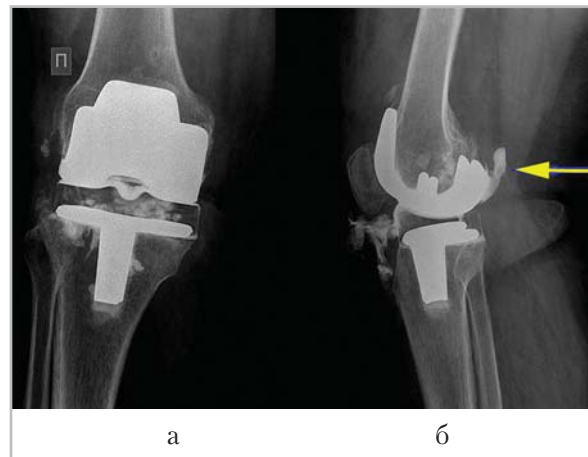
Рентгенограммы правого коленного сустава после ТЭПС, выполненные в ходе фистулографии в прямой (а) и боковой (б) проекциях. Положение компонентов эндопротеза центральное. РКС, введенное через свищевой ход, проникает в полость коленного сустава, достигает бедренного и берцового компонентов, затекает в задний заворот (стрелка). Данных о костно-травматических и деструктивных изменениях костной ткани эпифизов не выявлено
